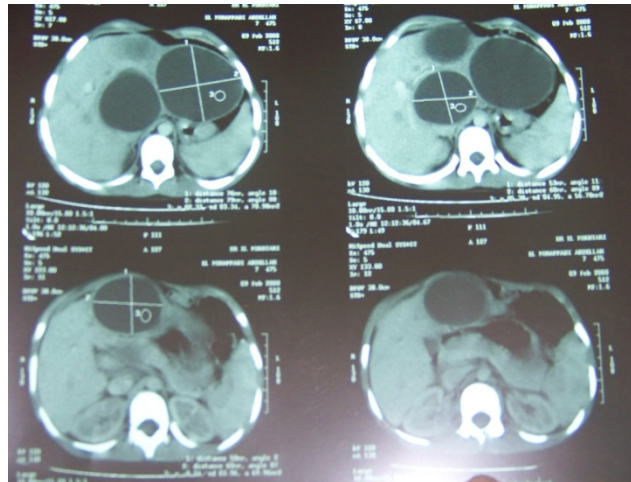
TDM abdominale montrant multiples kystes hydatiques du foie
